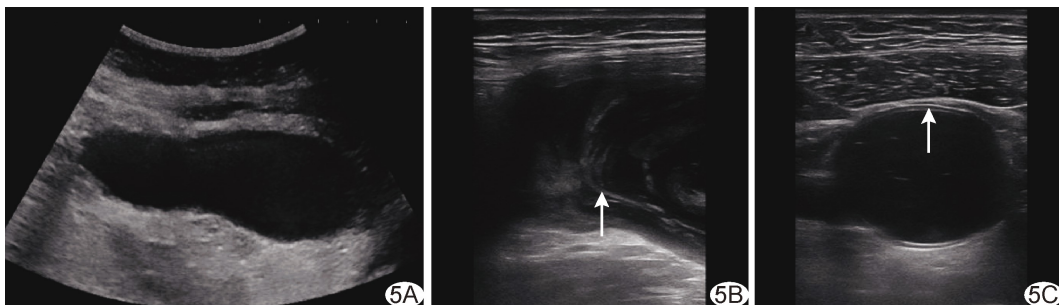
阑尾黏液性肿瘤 A. 低频凸阵探头扫查见阑尾管腔扩张; B. 高频线阵探头扫查见阑尾管腔内絮状回声(箭); C. 高频线阵超声扫查见阑尾管壁变薄(箭)
